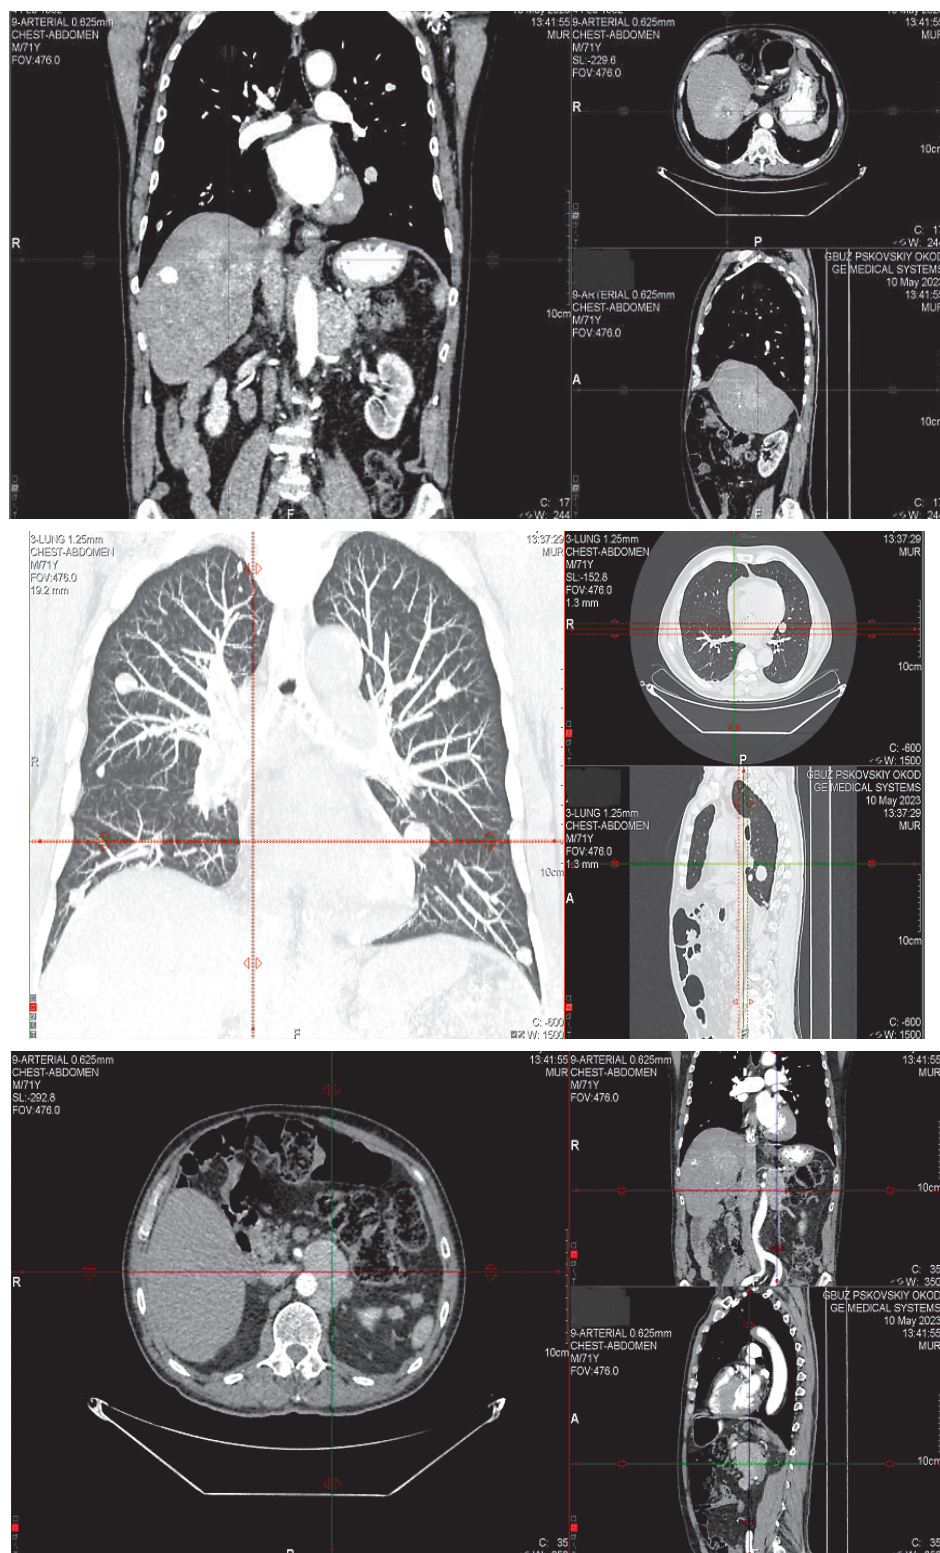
КТ органов грудной клетки и брюшной полости от 05.2023
